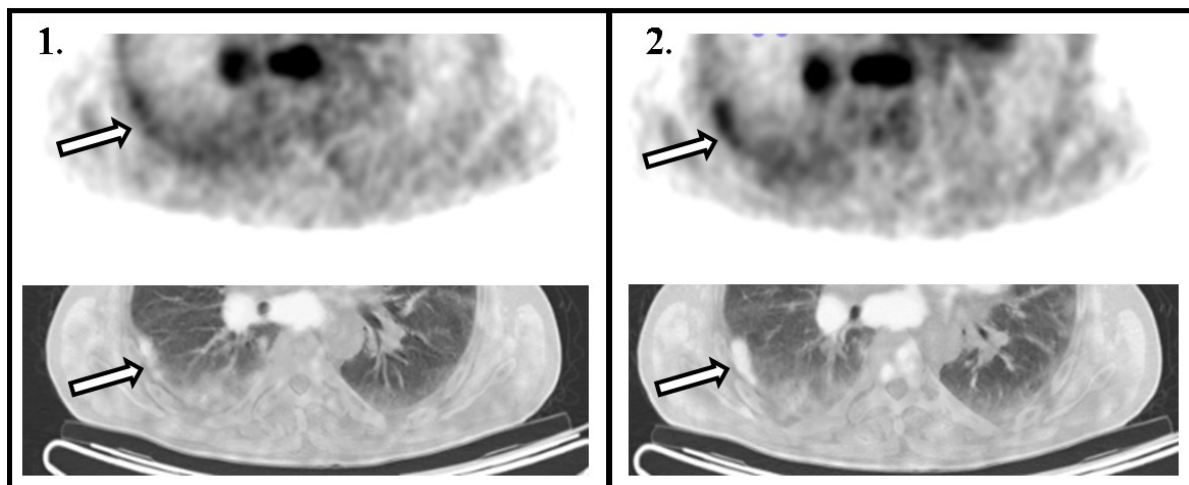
FDG-Anreicherung in einem malignem Pleuraerguss im Dual-Time-Point F-18 FDG-PET/CT-Verfahren.
